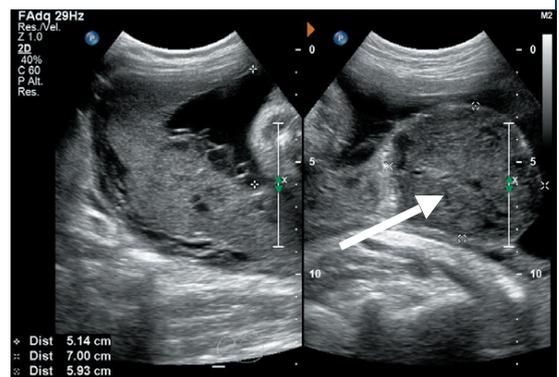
Ultrasonido de placenta a la semana 30 de embarazo, se observa masa tumoral, redonda de 7.0 x 5.9 cm. En el borde inferior de la placenta con implantación en el segmento inferior de útero.
